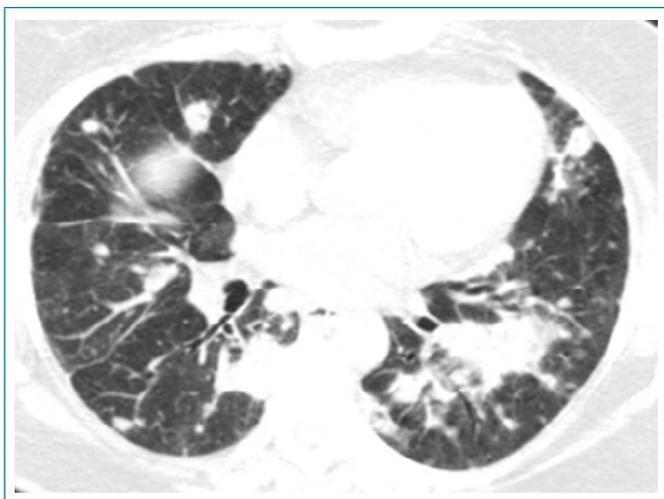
TC actual de tórax
